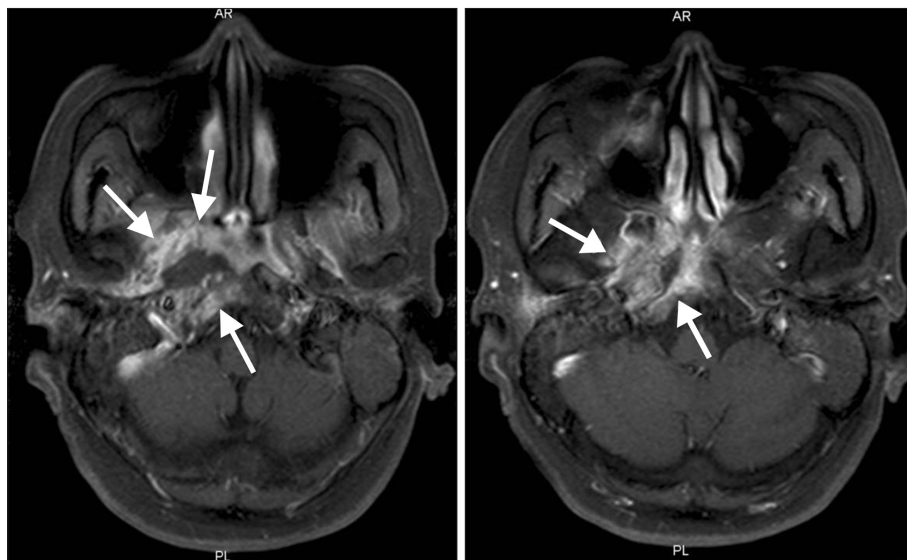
PNS MRI(T1-weighted GD enhance, axial view) shows an enhanced mass of the right nasopharynx with central necrosis extending to right clivus, petrous apex, and cavernous sinus.
